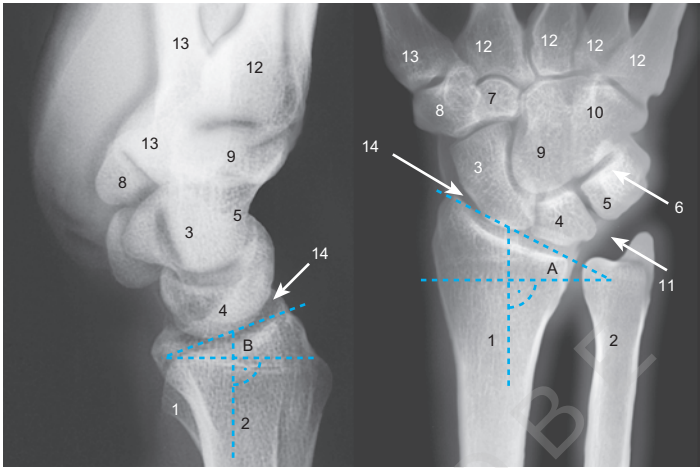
Röntgen Handgelenk: Radius (1), Ulna (2), Os scaphoideum (3), Os lunatum (4), Os triquetrum (5), Os pisiforme (6), Os trapezoideum (7), Os trapezium (8), Os capitatum (9), Os hamatum (10), Gegend des Discus articularis (11), Metakarpalbasis (12), Os metacarpale I (13), Articulatio radiocarpalis (14), Radiokarpalwinkel 30° (A), Handgelenkwinkel seidl. ca. 10° (B) [M247]
